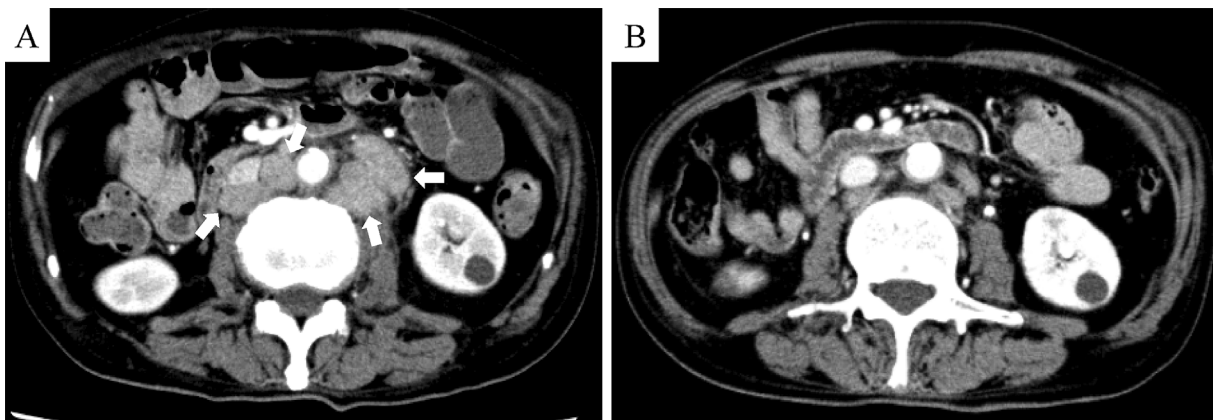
Abdominal contrast-enhanced CT before (A) and 1 month after nivolumab therapy (B). Multiple lymph node metastases (arrows) were diminished.
